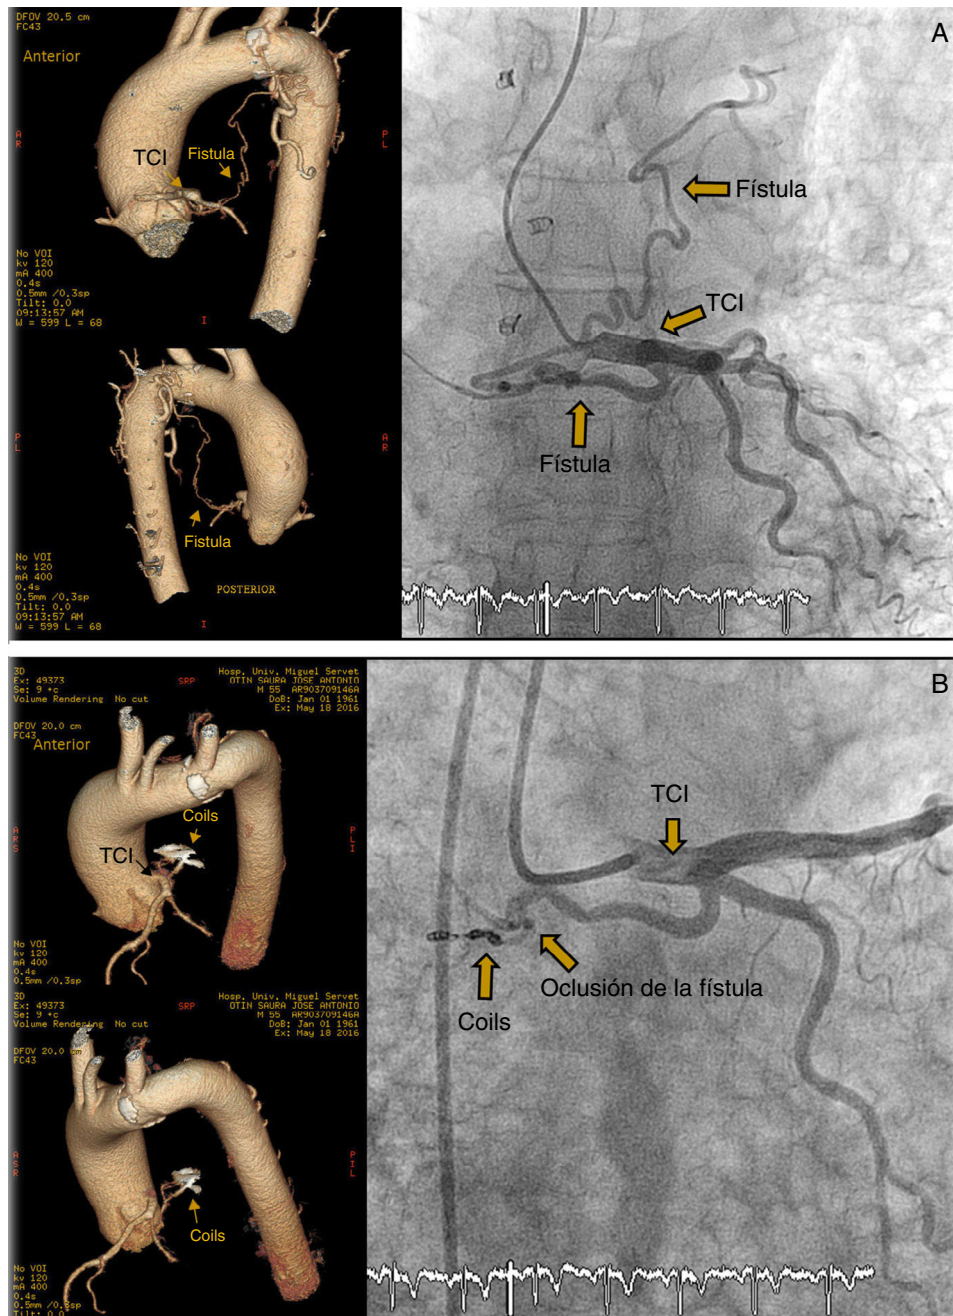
A) Fístula de arteria coronaria TCI a la arteria pulmonar izquierda. TC y angiografía. B) Oclusión percutánea con coils de fístula de arteria coronaria. TC y angiografía.
